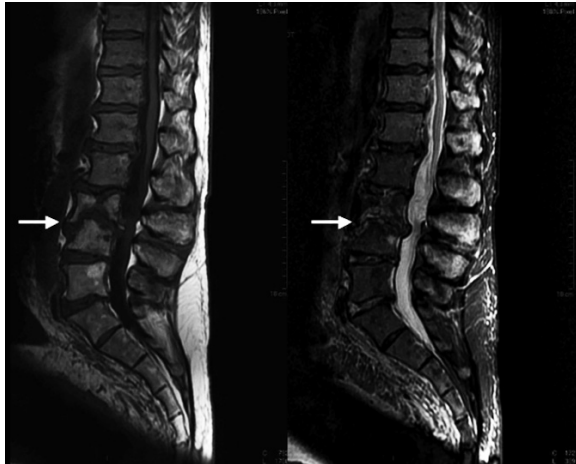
Spondylodiscite L3-L4 à pyogène, IRM à M6 avec images sagittales pondérées en T1 et en STIR. Conversion graisseuse en L3-L4, avec destruction discale et destruction corporelle partielle de L3 et L4 (flèches blanches).
